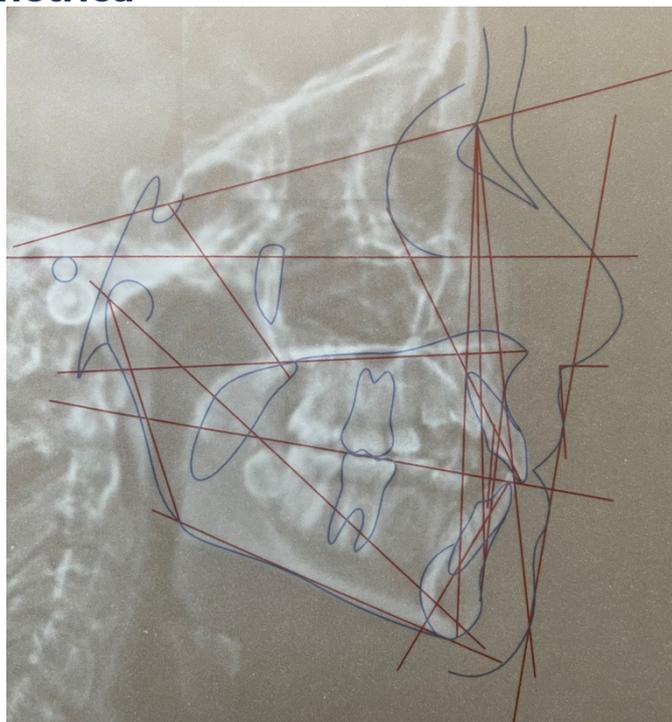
Telerradiografia
